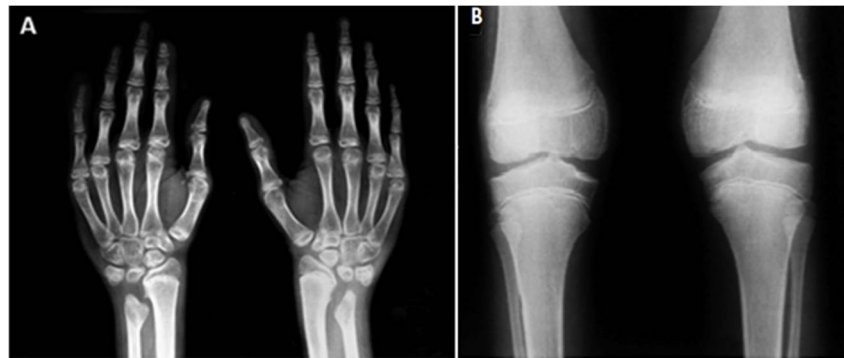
A : Radiographie des deux mains et des poignets montre la lyse de la métaphyse cubitale avec de petites épiphyses et un raccourcissement bilatéral du cubitus. 35 B : Radiographie du genou bilatéral du même patient montrant une incongruence articulaire fémoro-tibiale par pincement de l'interligne et dysplasie épiphysaire. (200)
